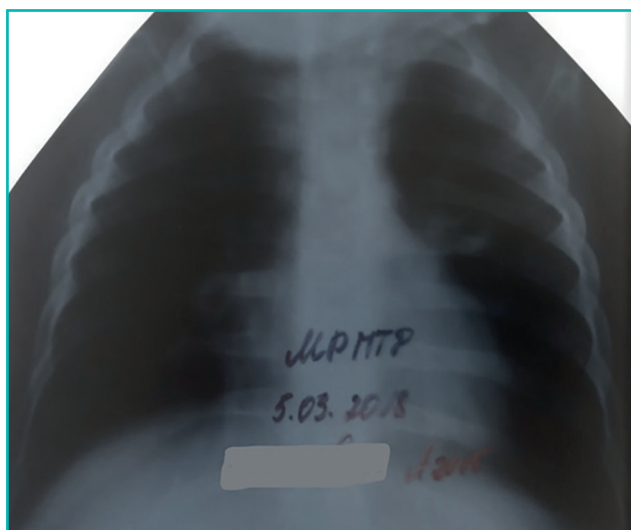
обзорная рентгенограмма легких в динамике больного Б.
